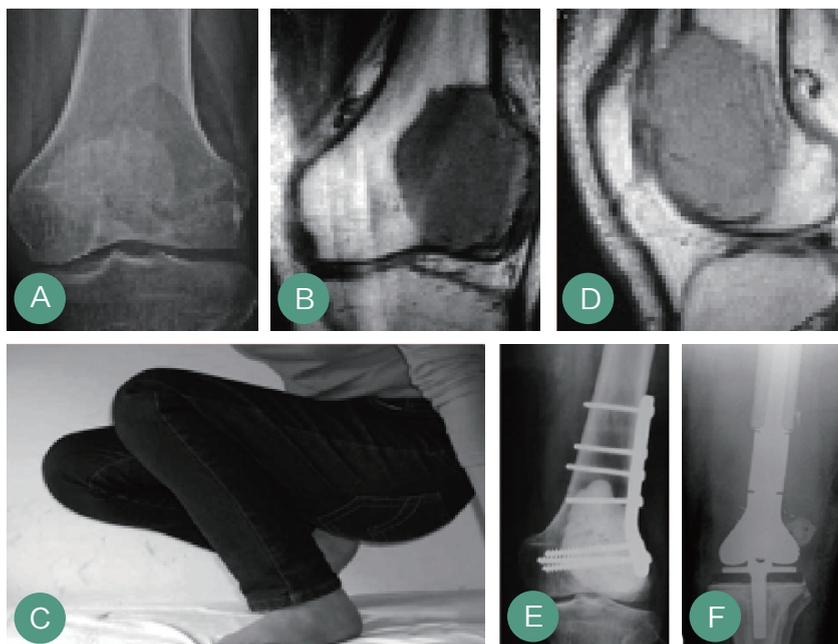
A-F 左股骨远端骨巨细胞平片 (A) 及核磁 (B, F), 以及肿瘤刮除 + 骨水泥填充内固定术后平片 (D-E) 术后患者功能良好 (C)。
